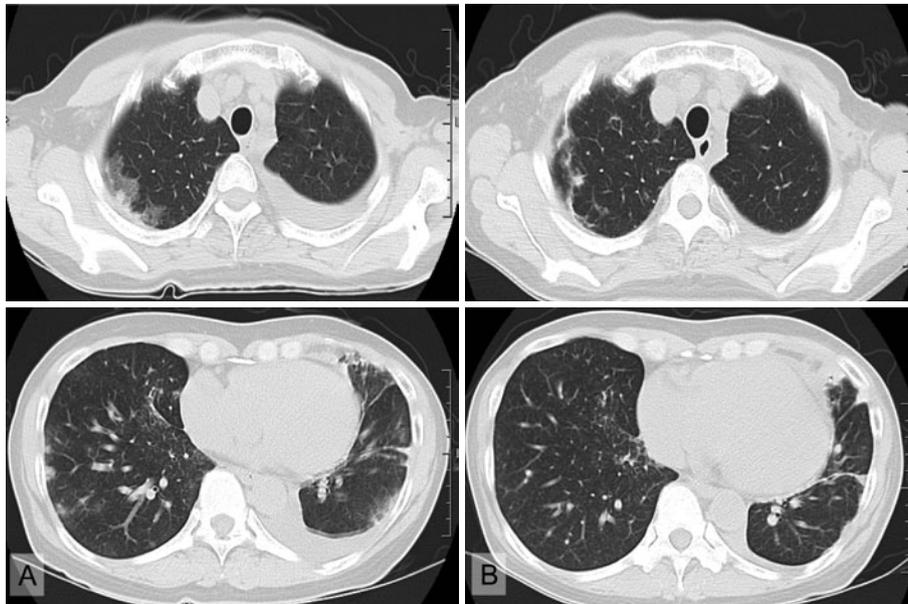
(A) Chest CT scan, 2 weeks after the first visit, revealed pleural fluid. (B) Chest CT scan, 8 weeks after the first visit, revealed chemotherapy showing peripheral trabecular shadows in both peripheral lung fields.
